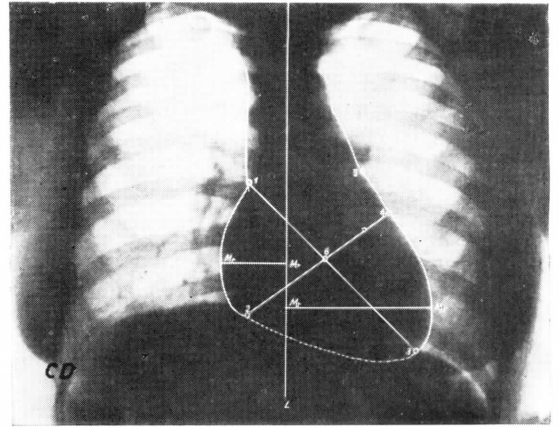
El perfil radiológico cardiopulmonar ha sido silueteado, trazándose además el eje longitudinal y transversal cardíaco en relación con la línea esternal media. En cuanto a la imagen pleuropulmonar de la radiografía, destáquense los fondos de saco costodiafrágicos (CD), un tanto enmascarados por la sombra de la mama.
